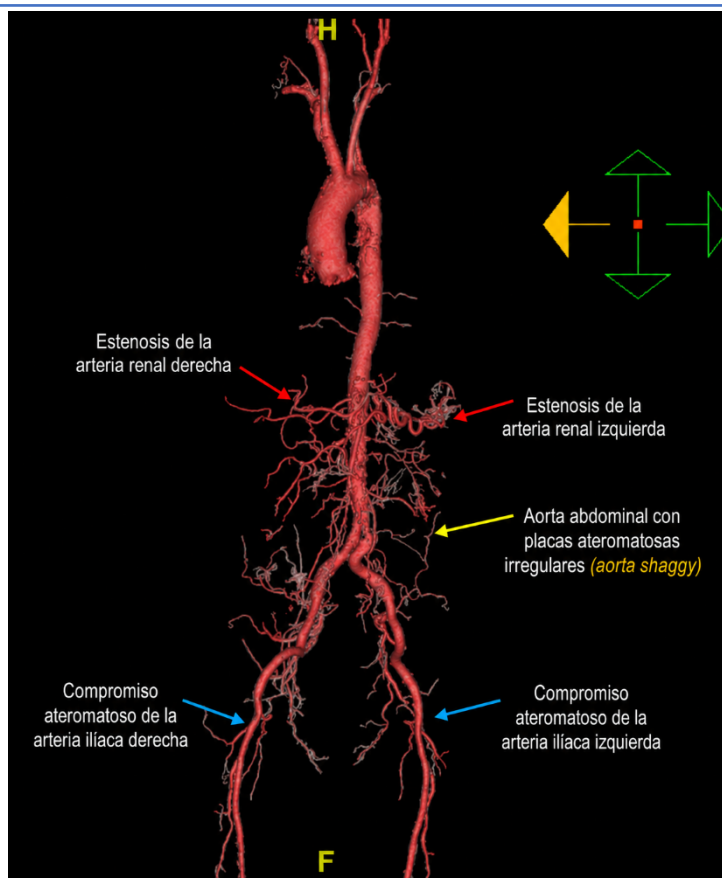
Reconstrucción tridimensional por angio-TC que evidencia enfermedad aterosclerótica difusa de la aorta (Aorta Shaggy) con compromiso de sus ramas viscerales
